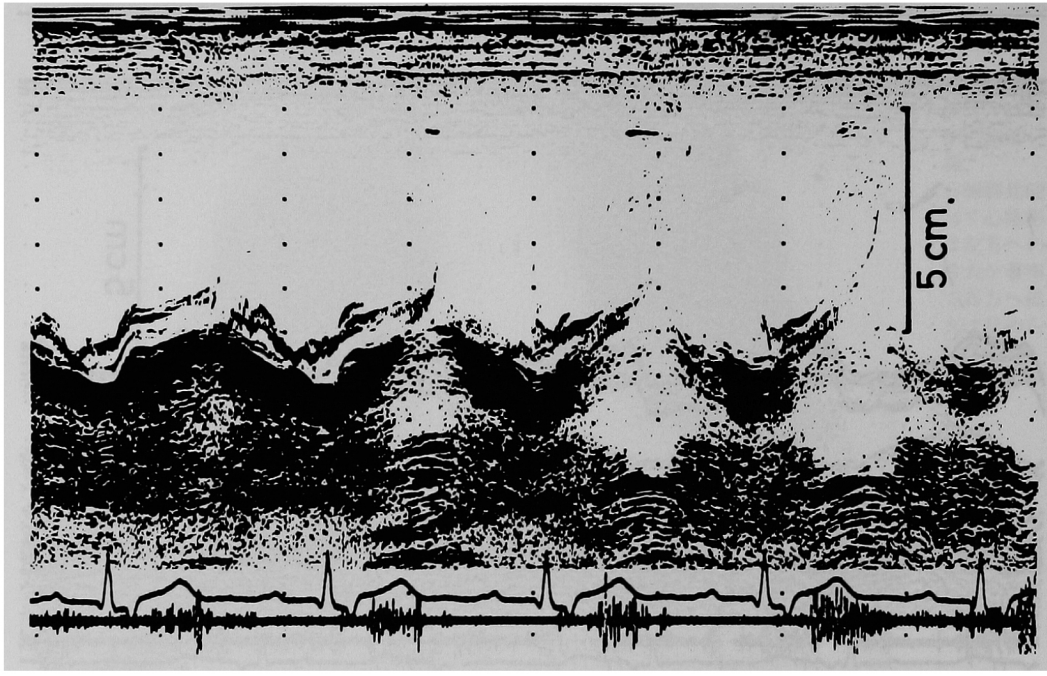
三尖弁の後尖方向の心エコー図, fine な収縮期の振戦を認める。
